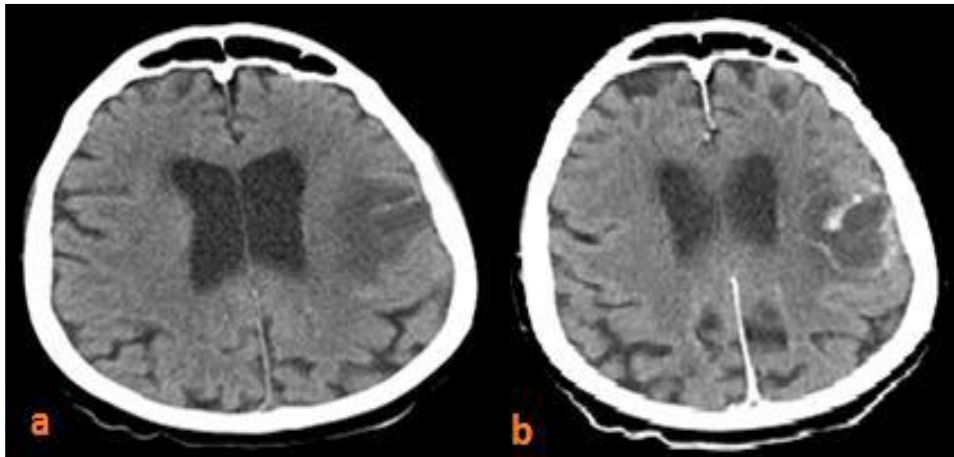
séquelle d'un hématome à la TDM montrant une hypodensité kystique (a), avec rehaussement périphérique après injection de produit de contraste (b). (61)
